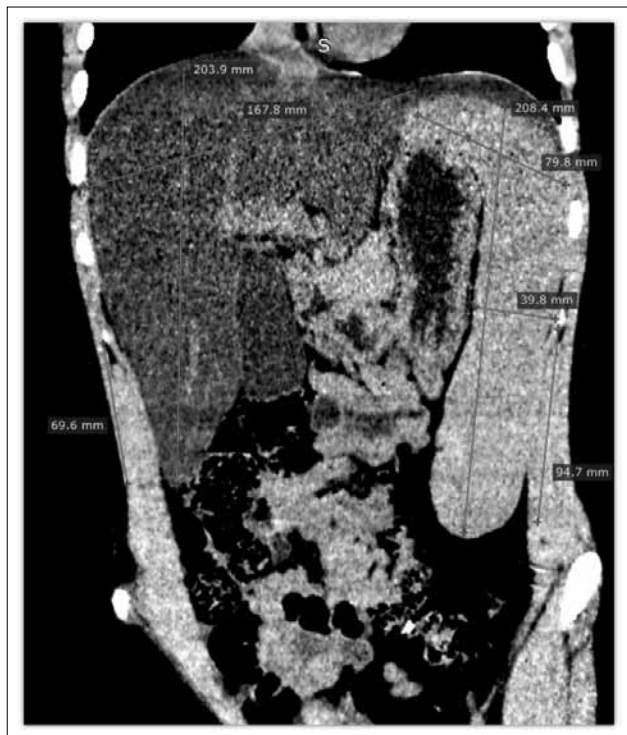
КТ органов брюшной полости, нативная фаза. Гепатомегалия (20×16 см), спленомегалия (20×4 см). Печень выглядит намного «темнее» селезенки из-за диффузного снижения рентгенологической плотности печени до 23–26 HU. В норме плотность паренхимы печени составляет 50–60 HU, что приблизительно соответствует плотности паренхимы селезенки (40–50 HU), поэтому в нормальных условиях «яркость» печени и селезенки примерно одинаковая.
